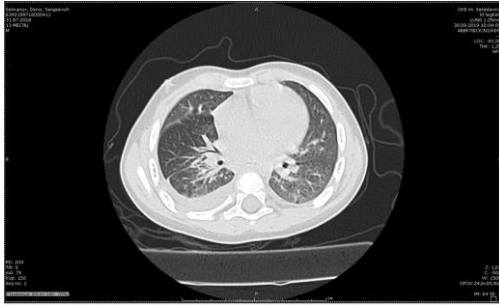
КТ – правосторонняя нижнедолевая пневмония. Свободная жидкость в правой плевральной полости. Викарная эмфизема средней доли справа.
